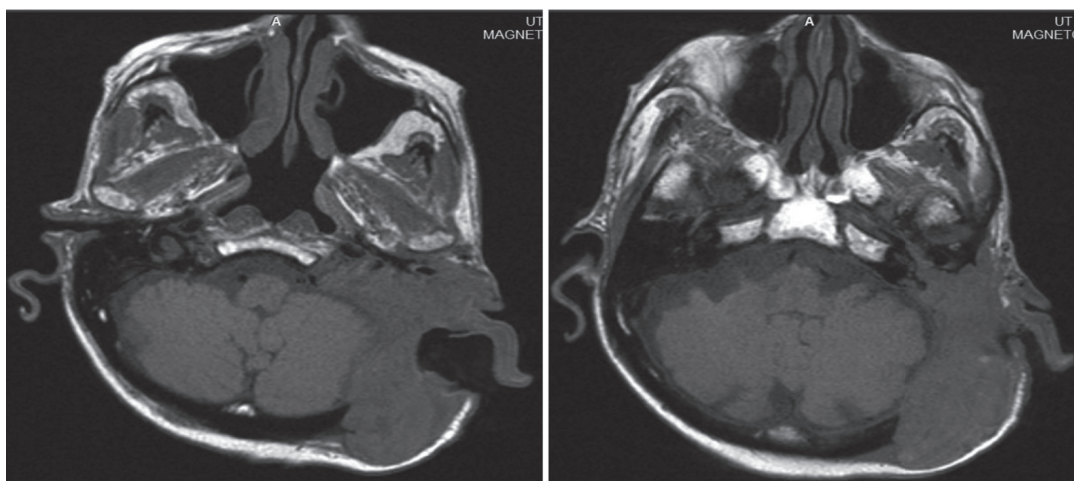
Estudio de Resonancia magnética (RM) donde se evidencia lesión tumoral infiltrante, con compromiso del lado izquierdo de las mastoides, pirámide petrosa, con ocupación de caja timpánica, conducto auditivo externo, pared craneal con extensión endocraneal (extradural).
